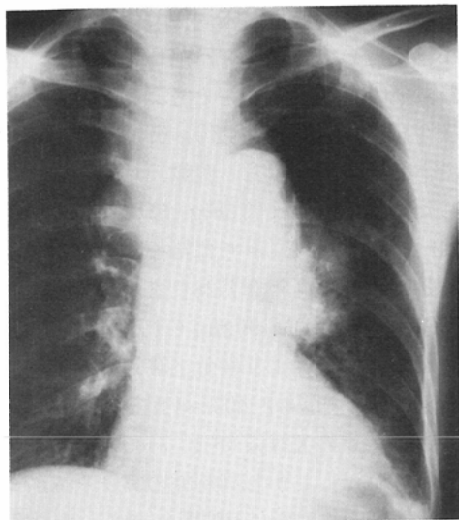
(Jan. 25, 1979) Chest roentgenogram shows abnormal shadow of increased density in the left hilus
